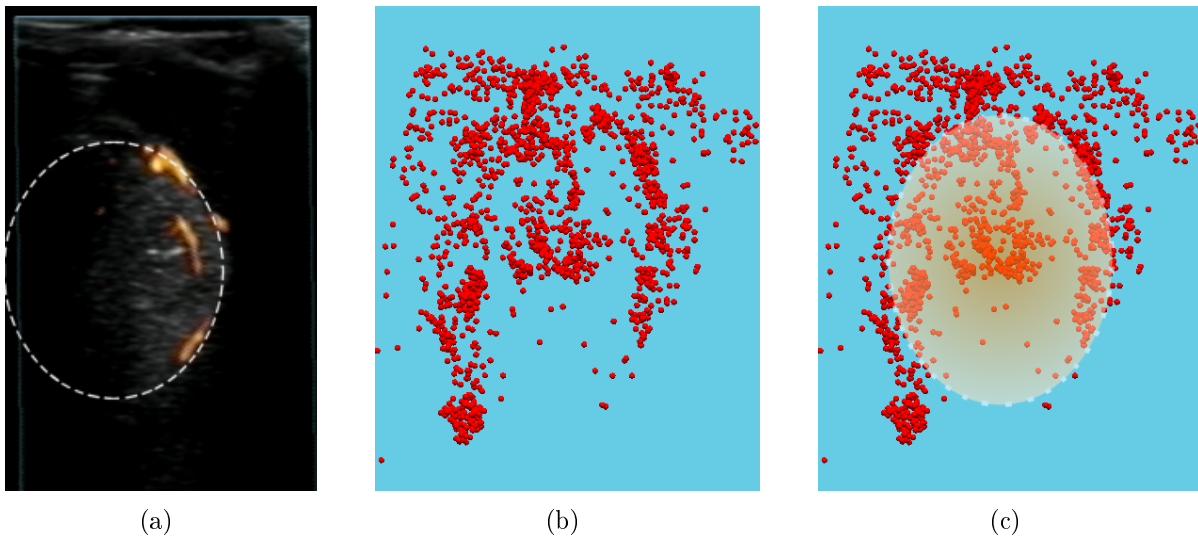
(a) Répartition des vaisseaux à la surface de la tumeur (ellipse). (b) Nuage de points matérialisant les vaisseaux de l'arbre vasculaire, issus de la segmentation des images US Power Doppler. (c) Situation de la tumeur au sein du nuage de points.
